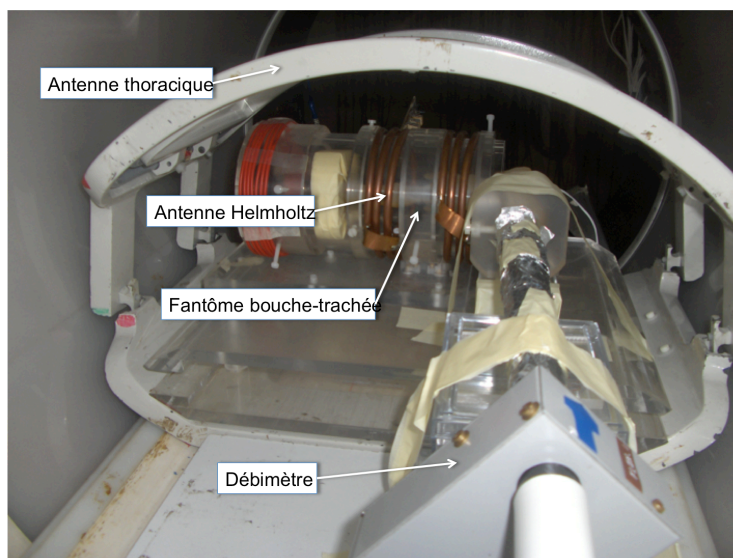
Dispositif expérimental pour les mesures de flux dans le fantôme bouche-trachée rigide par IRM de l'hélium-3 hyperpolarisé à 0,1 T.
